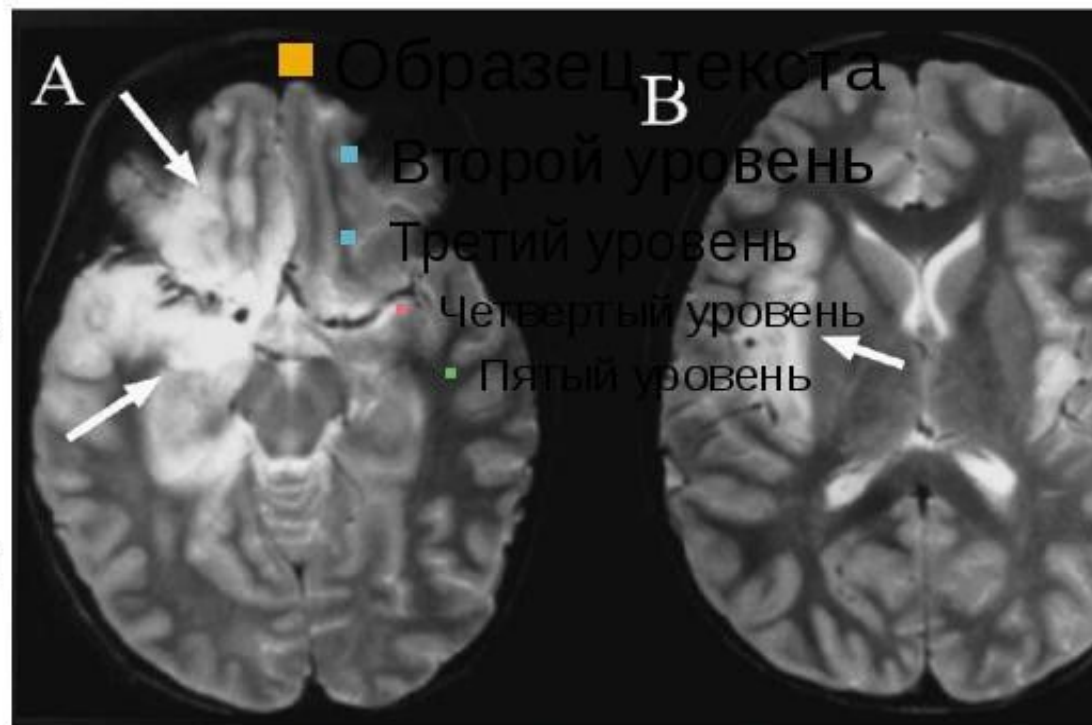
A pair of magnetic resonance images from the brain of a patient with herpes simplex 1 encephalitis. Note the preferential involvement of the medial temporal lobe and orbitofrontal cortex (arrows in A) and insular cortex (arrow in B). There is milder involvement of the contralateral side.
